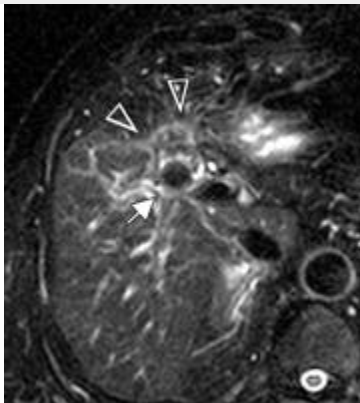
colangiocarcinoma del hilio hepático en un hombre de 62 años de edad con ictericia . La RM se realizó para determinar la extensión de un tumor del conducto biliar detectado con EE.UU. y CT. (a) Imagen coronal en gran medida ponderada en T2 muestra marcada dilatación de los conductos biliares intrahepáticos y estenosis severa del conducto hepático (flecha). (b, c) axial ponderada en T1 (b) y la supresión de la grasa potenciada en T2 (c) imágenes muestran un colangiocarcinoma (flechas) en el hilio hepático. El tumor es hipointensa en la imagen ponderada en T1 (b) y ligeramente hiperintensa en la imagen ponderada en T2 con supresión grasa (c) .Posteriormente, el drenaje biliar endoscópico se realizó con éxito.
